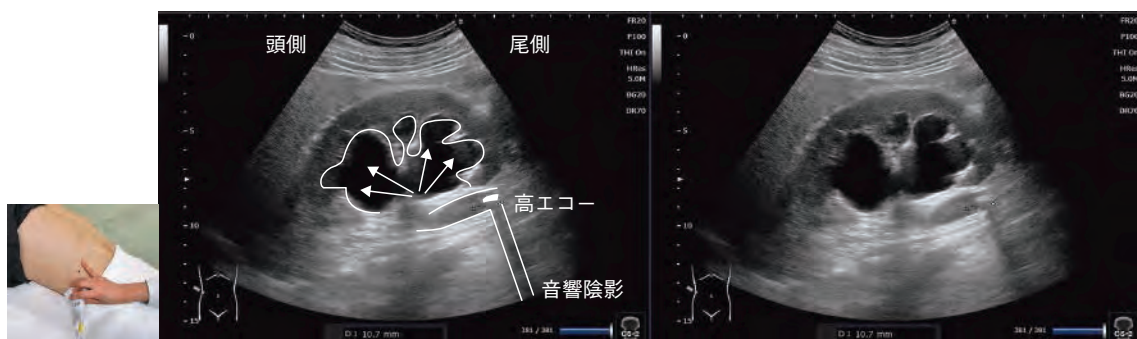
尿路結石ケース 2 (右水腎症 尿管に高エコー)
